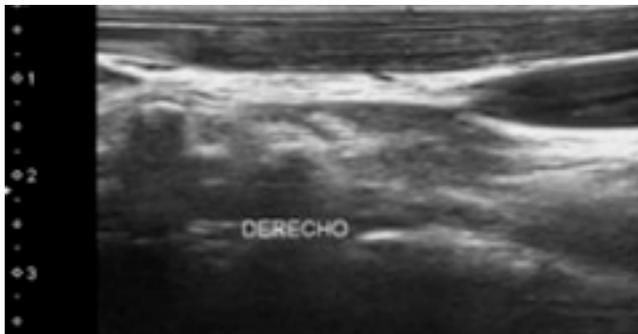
Ecografía del esternocleidomastoideo derecho. Se observa aumento de ecogenicidad y espesor en sus dos fascículos
